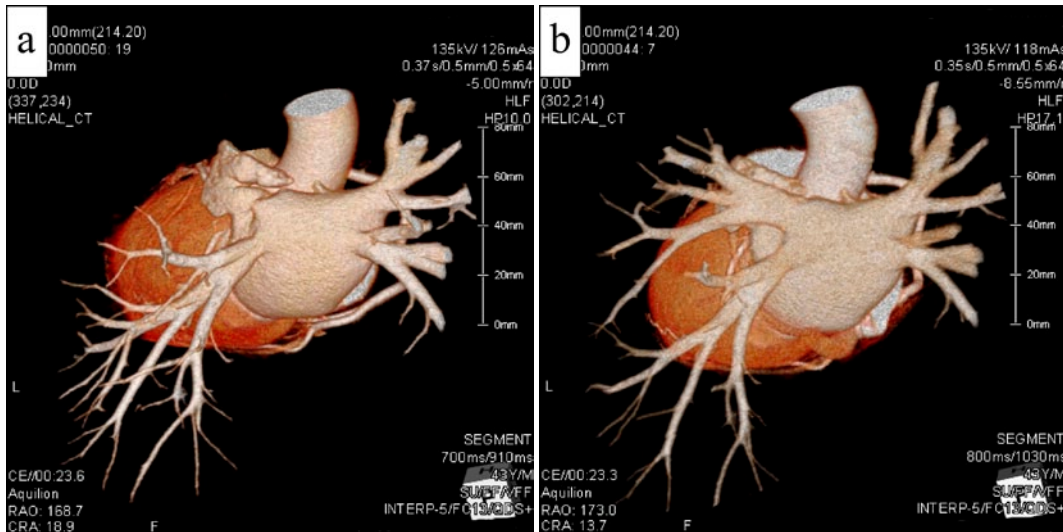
(a) 診断時の心臓造影3D-CT像。(b) 2度目のカテーテルアブレーション施行前の心臓造影3D-CT像。発症前後で左上肺静脈の閉塞を認める。
